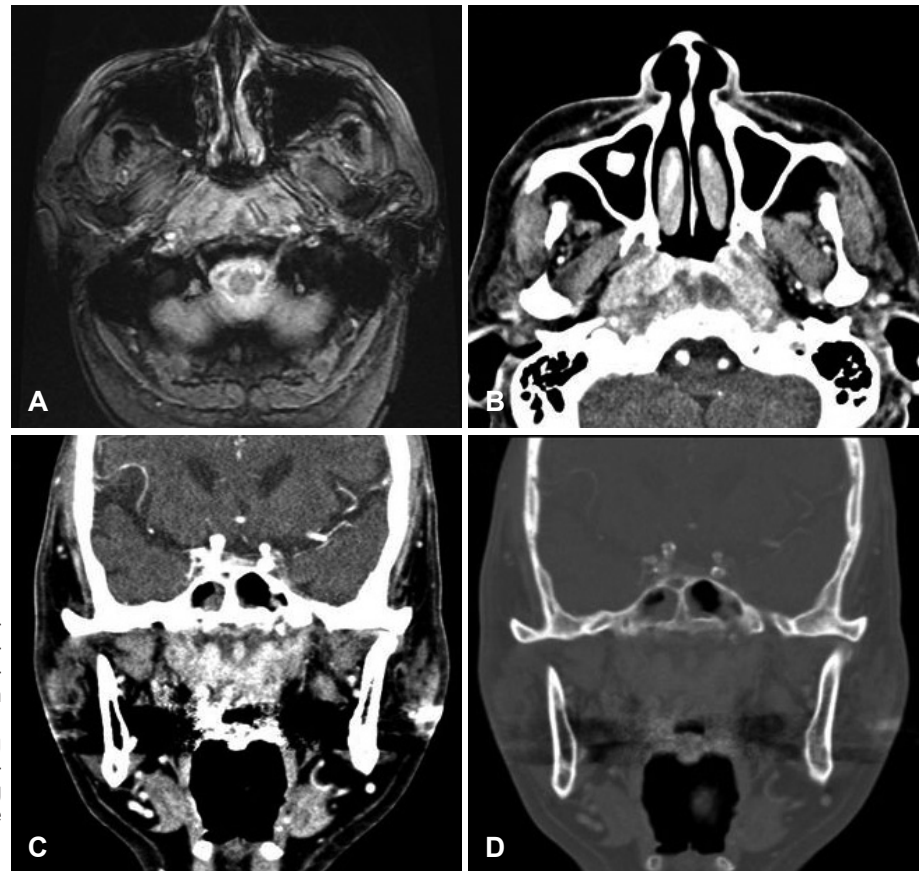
Brain MRI and contrast-enhanced PNS CT findings before treatment. Enhancing lesion on nasopharynx and clivus was found on brain MRI (A). Enhanced axial and coronal images. It shows the rim enhancing swelling of nasopharynx and prevertebral area (B and C). Bone setting image. It shows the erosive change of cortical bone (D). PNS: paranasal sinus.
